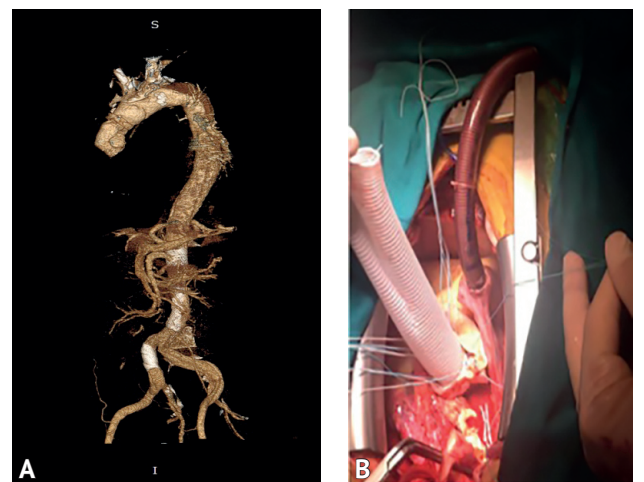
А — КТ-ангиография конечного результата супракоронарного протезирования восходящей аорты и эндопротезирования брюшного отдела аорты и стентирование общей подвздошной артерии справа; В — этап хирургического лечения — супракоронарного протезирования
